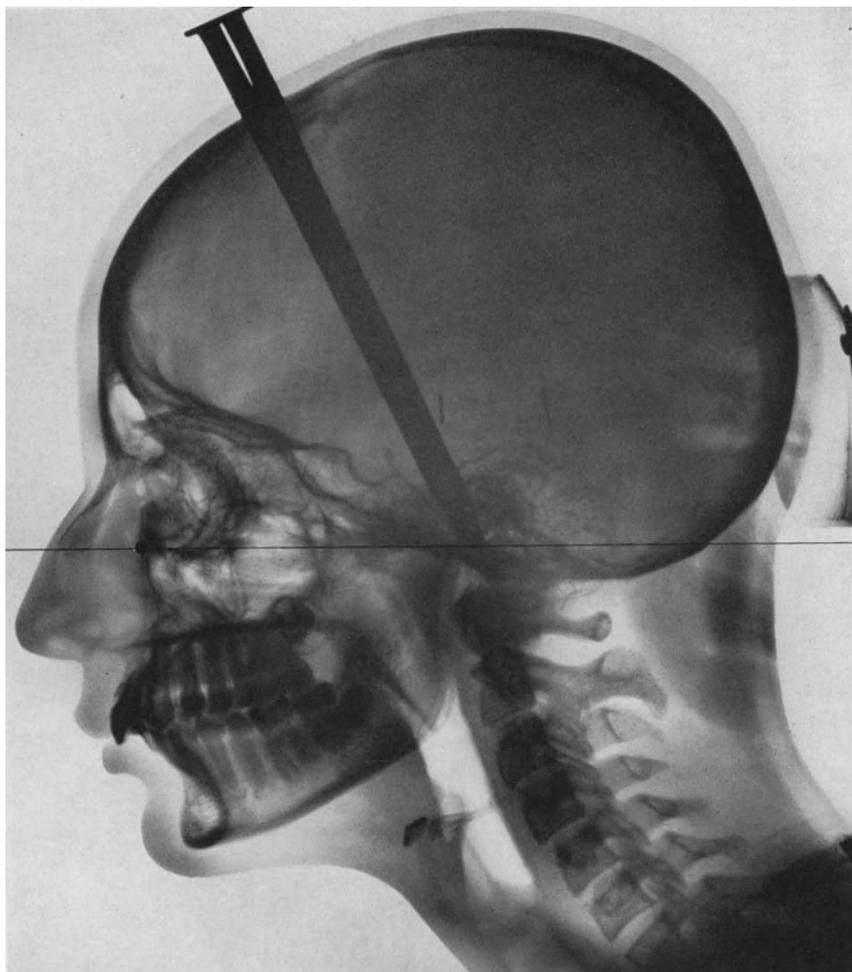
Fernröntgenaufnahme zum Fall der Abb. 893—895.
